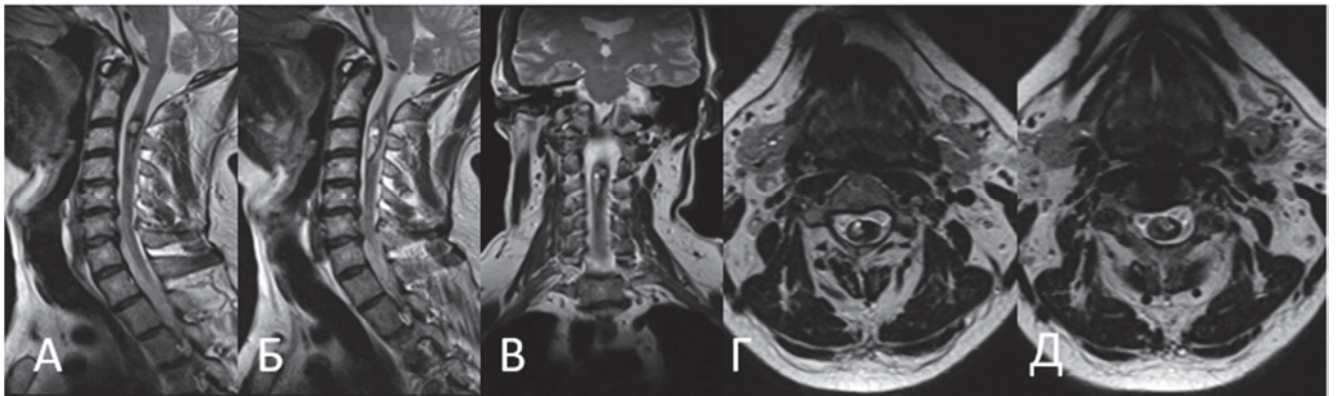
Пациент М-ёв А. В., МРТ шейного отдела позвоночника в режиме Т2-ВИ сагиттальной (А, Б), коронарной (В) и аксиальной (Г, Д) проекциях: картина интрамедуллярного объёмного образования на уровне С2–С3 позвонков
